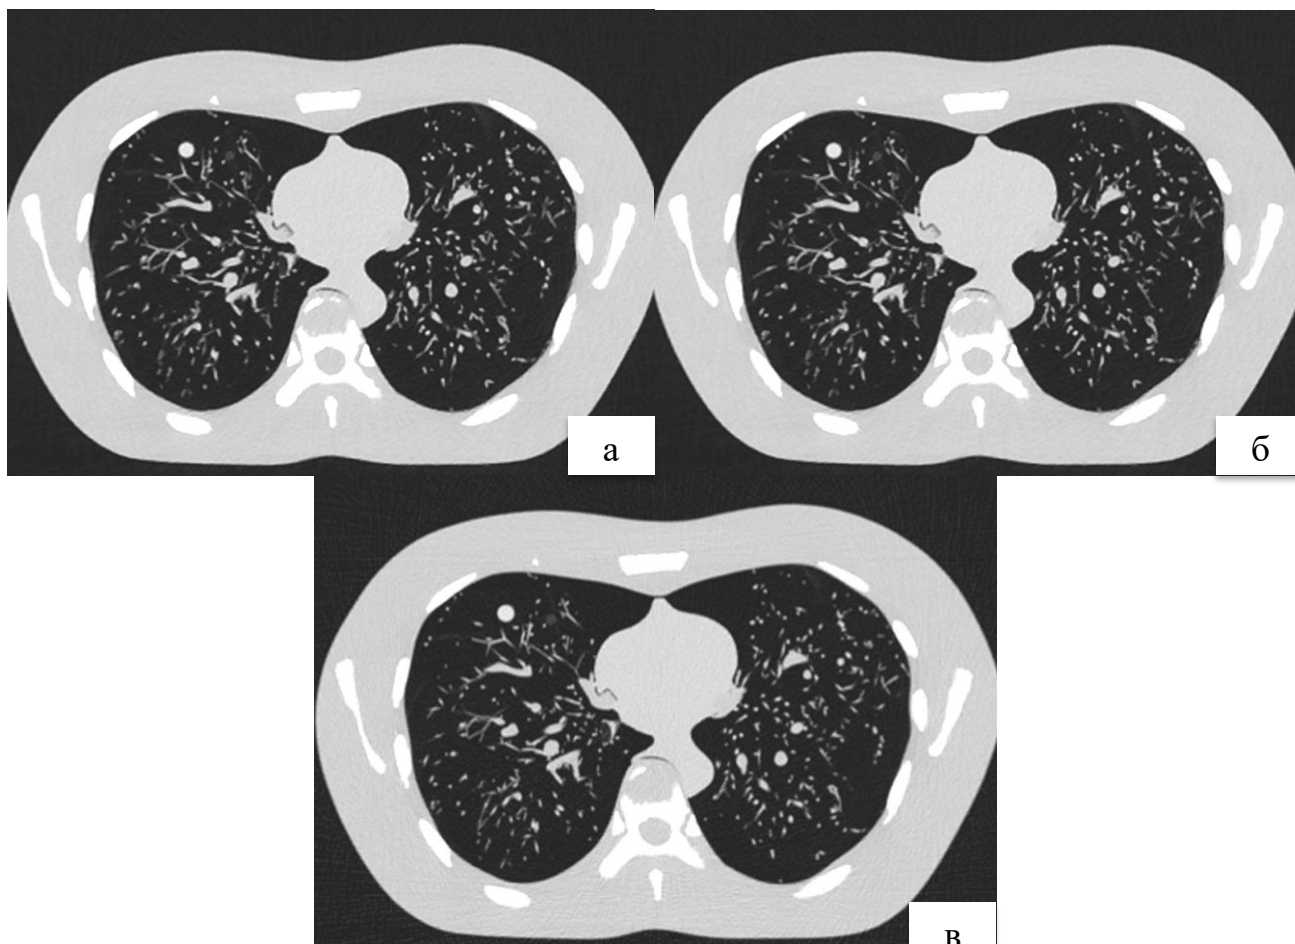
КТ-изображения антропоморфного фантома в легочном окне, томограф 1: а – НДКТ с МИР; б – стандартная КТ с МИР; в – стандартная КТ с ГИР
